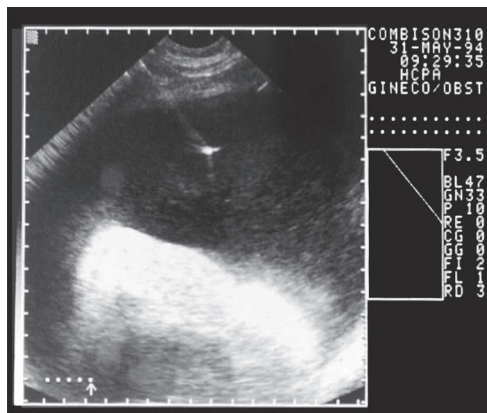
Ultrassonografia apresentando ponta brilhante da agulha de punção dentro da cavidade amniótica (imagem escura).
